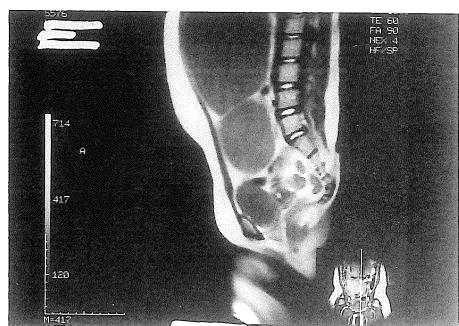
T₂-weighted MRI showing a septum of high signal intensity.
